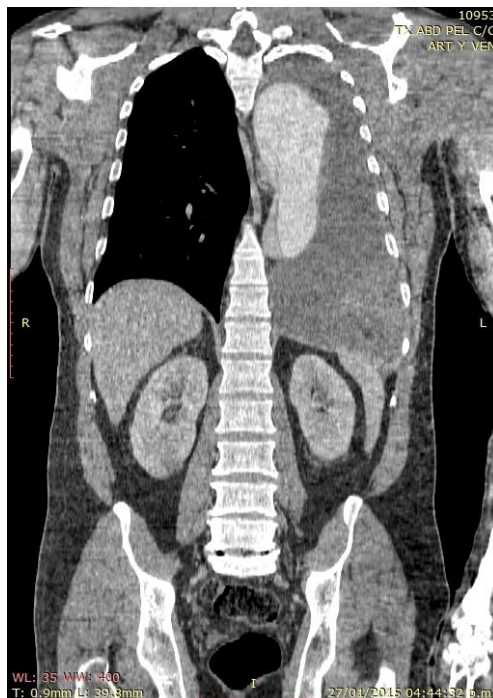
Angiotomografía en corte coronal que evidencia disección de aorta torácica tipo B con ruptura de la falsa luz hacia la cavidad pleural izquierda provocando un hemotórax masivo
